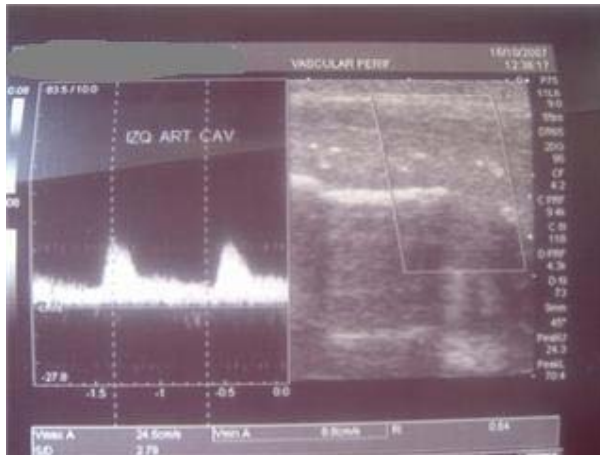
Ecografía doppler
